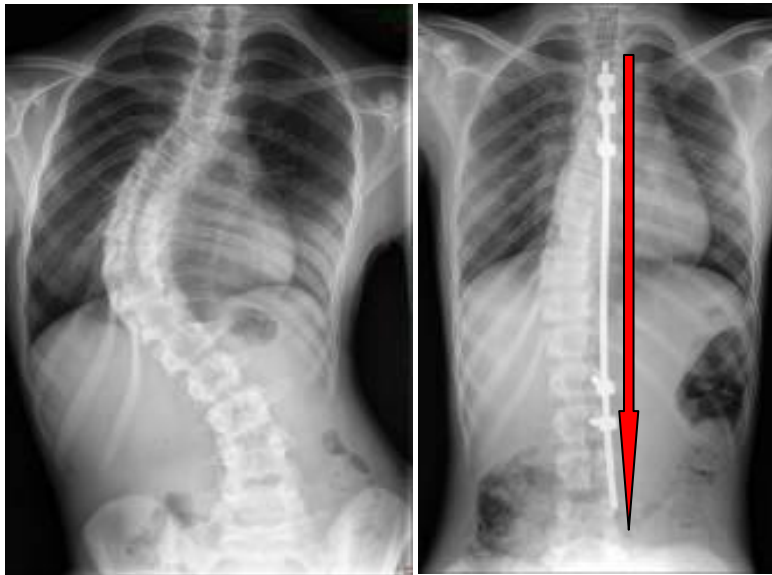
Radiographies montrant une scoliose thoracique basse avant et après la pose du montage « H3S2 ». Notant la position verticale idéale de la tige [Collection personnelle].
